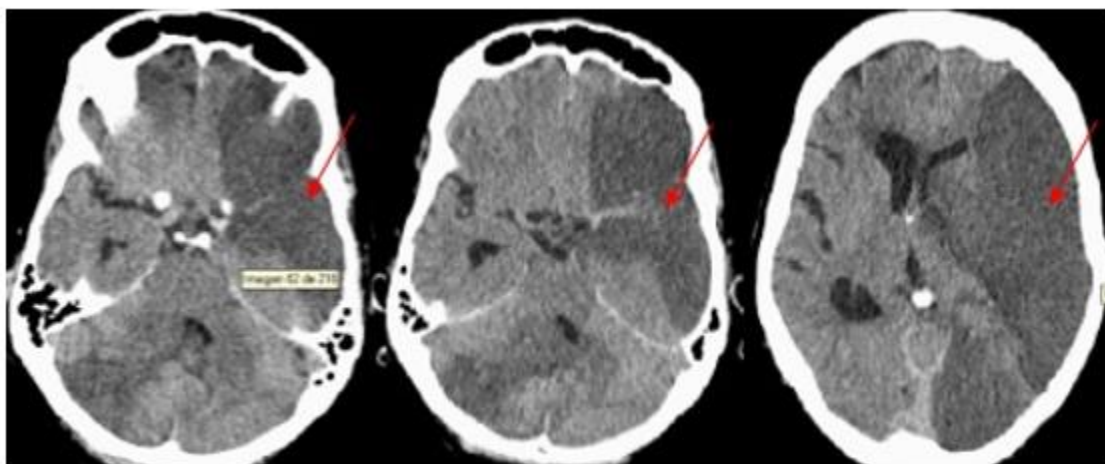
TC de cráneo simple (al 2do día de ingreso).
